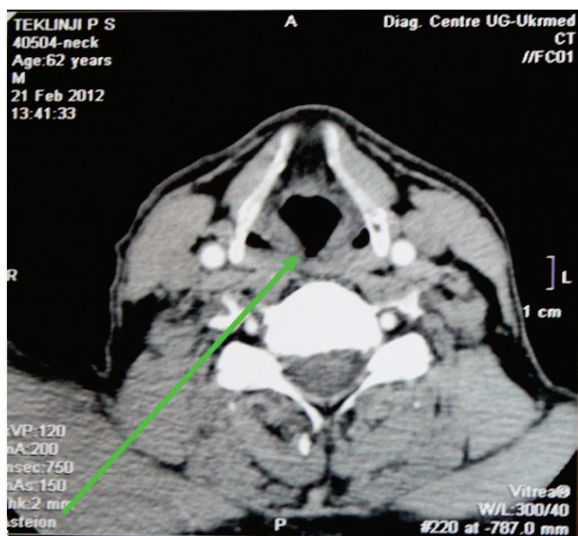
На томограмме визуализирован участок передней трети правой голосовой складки с легкой деформацией ее контура и сниженной плотностью (+29+32ед.Н).
